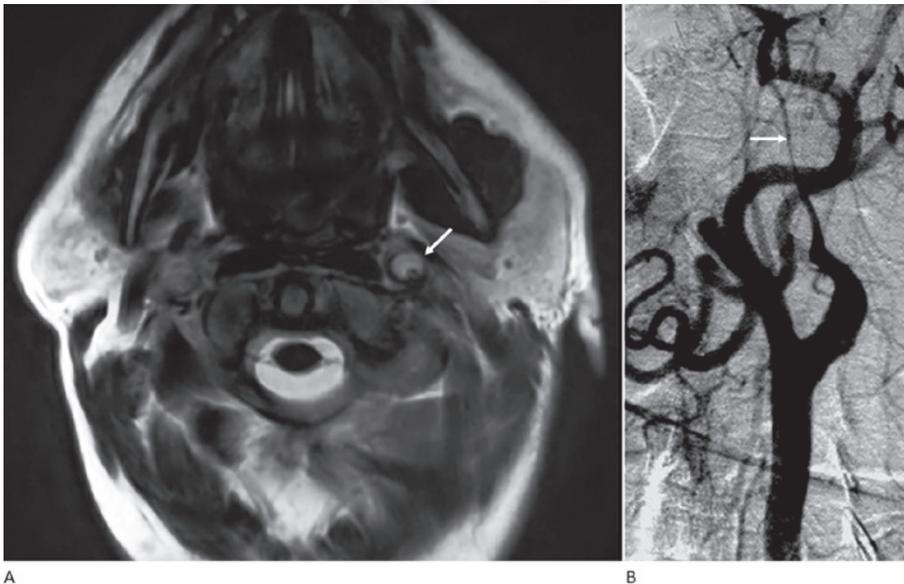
Disecación carotídea espontánea en un joven. A: RM (ecogradiante) se señala el trombo en la pared del vaso. B: Angiografía carotídea con patrón de cuerda arterial típico de la disecación subintimal.
